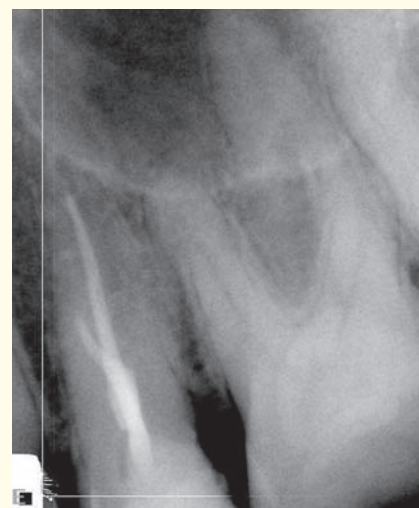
Рентгенограмма зуба 2.4.
